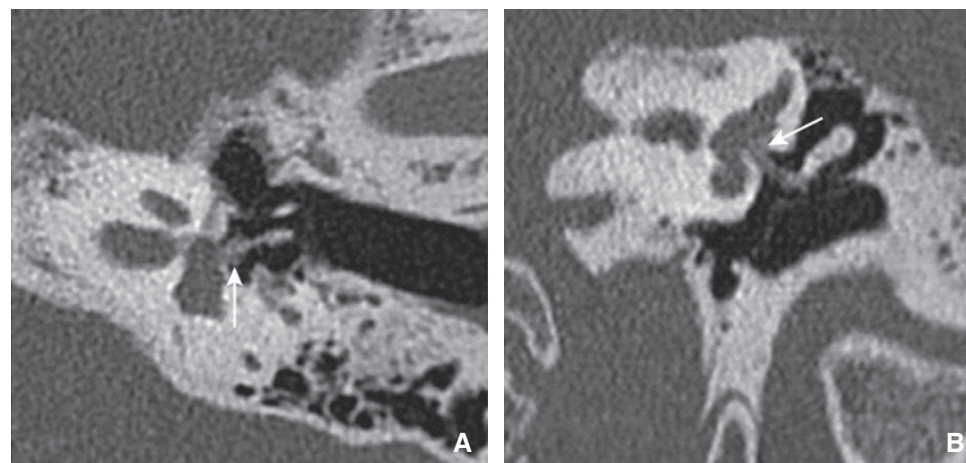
Fibrose autour du piston. Coupe TDM double oblique (plan axial stapes) (A) et coronale oblique (V ossiculaire) (B) : fibrose cicatricielle englobant le piston qui est fixé (flèches).
